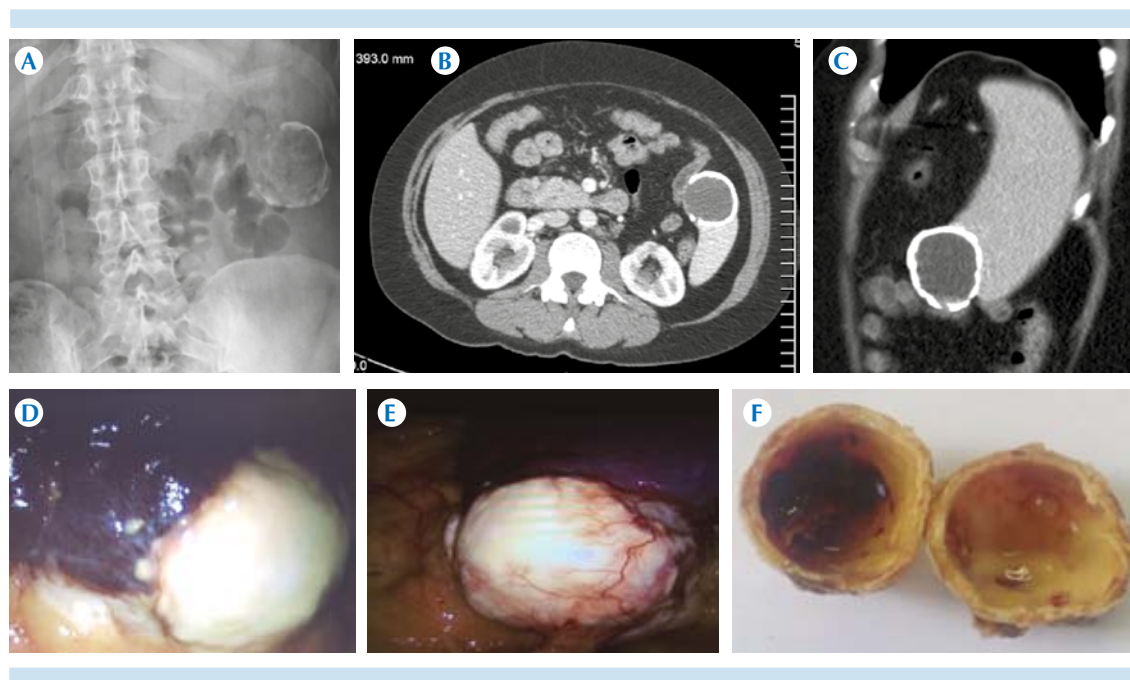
Mujer de 49 años, sin comorbilidades previas conocidas ni historia de trauma abdominal u otra patología evidente, con evolución de 2 años con dolor lumbar crónico. A) Radioopacidad en el hipocondrio izquierdo que condicionó una evaluación más detallada por B) tomografía axial; C) Reconstrucción multiplanar sagital que delimitó lesión focal esplénica con calcificación periférica discontinua. D-E) Resección laparoscópica y F) estudio histopatológico que correspondió con seudoquiste esplénico con extensa calcificación distrófica.
